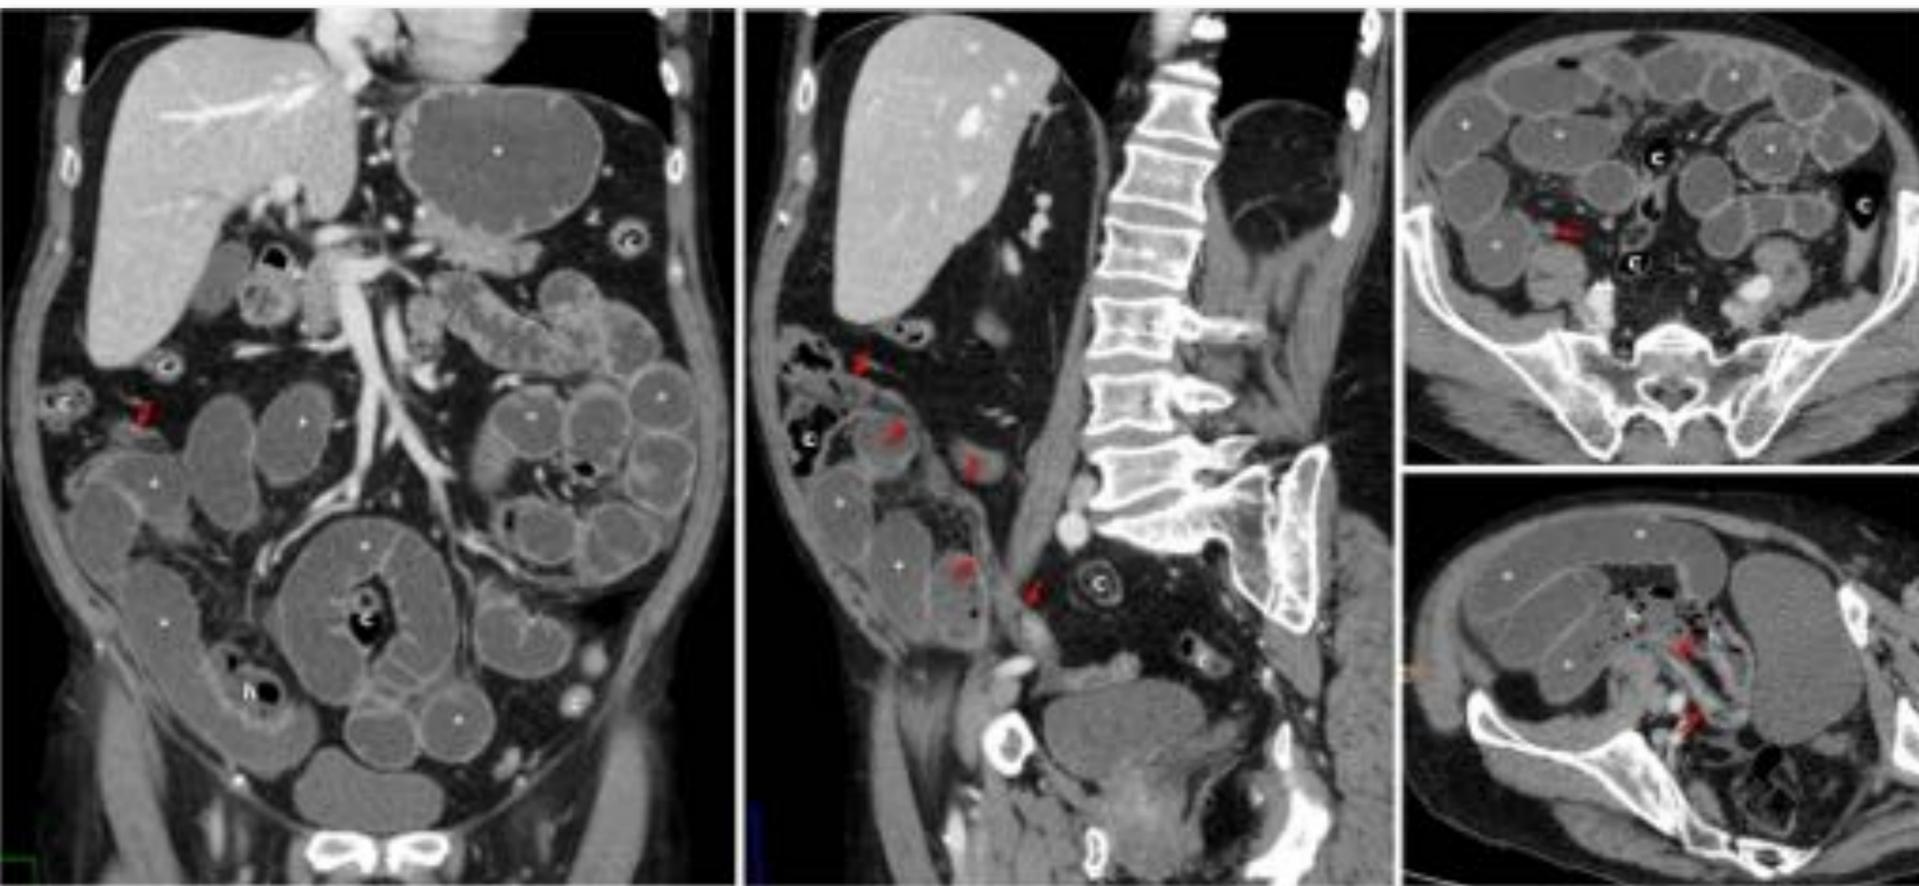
Varón de 75 años sin antecedentes de interés, con acude por dolor abdominal progresivo, vómitos alimenticios y después biliosos. En la Rx y la ecografía (no mostradas) hay hallazgos sugerentes de obstrucción de intestino delgado. La TC muestra una gran dilatación del estómago y de prácticamente todo el intestino delgado (*), hasta un tramo de 25 cm de longitud de íleon terminal que muestra una marcada estenosis luminal ("signo de la cuerda"), con depósito grado submucoso, hallazgos que sugieren estenosis fibrosa, con muy discreto realce mucoso en la parte más proximal, pero sin otros datos de actividad inflamatoria. En el tramo intestinal inmediatamente proximal hay acumulación de material pseudofecal (h). El colon presenta escaso contenido en todos sus tramos (c). Fue necesario reseccionar quirúrgicamente un tramo largo de íleon distal, con confirmación histológica de EC con patrón fibroestenotante. Véase también el VÍDEO.
